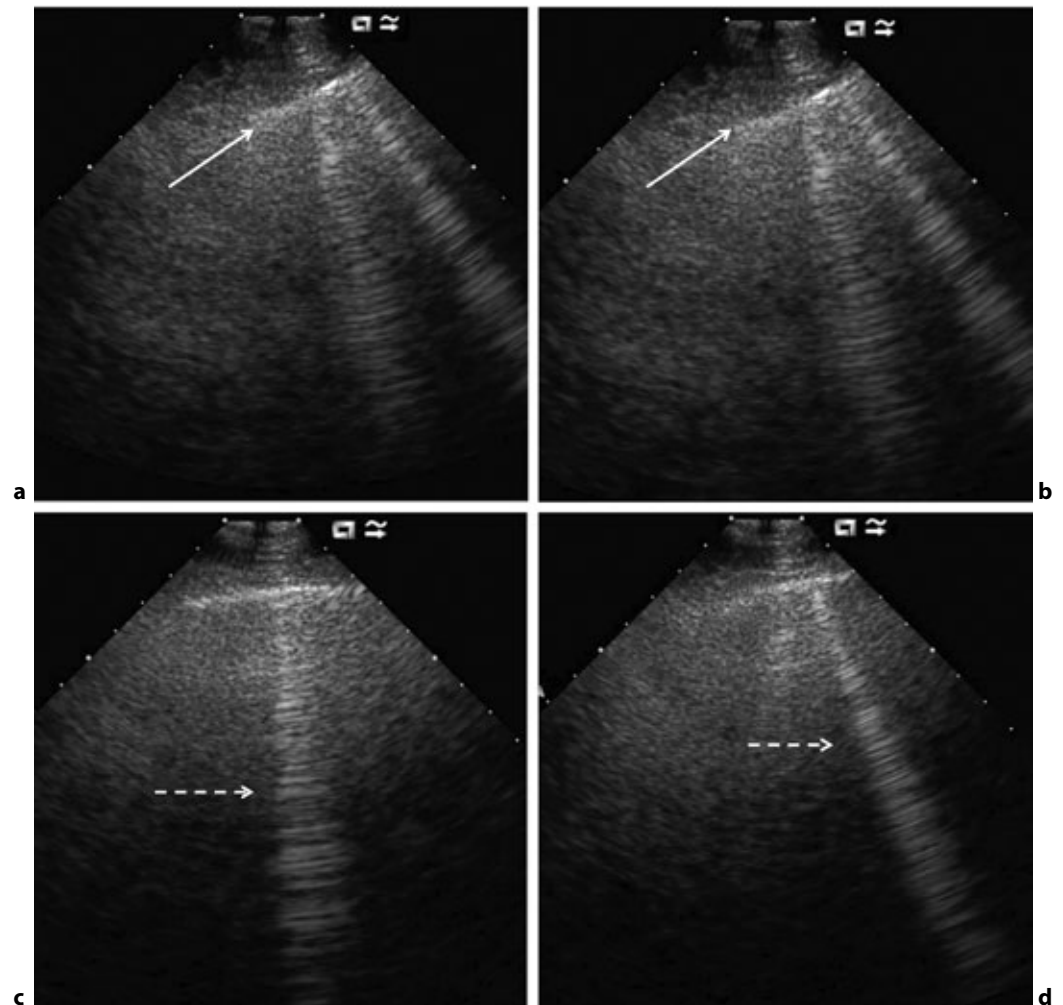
Linea pleurica (freccie bianche) e relativo sliding consensuale agli atti respiratori (a, b); comete ultrasoniche polmonari (ULCs) o linee tipo B, indicate dalle frecce tratteggiate (c, d).
